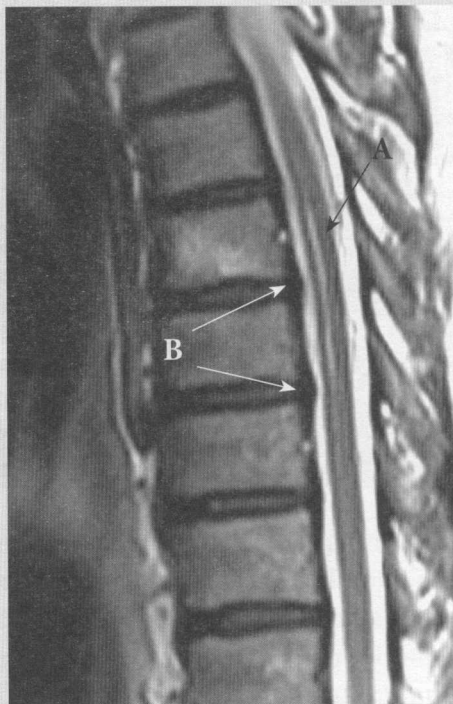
Pacientul J. Examenul IRM al regiunii toracale: A – focarul ischemic la nivelul Th6-Th7; B – prolabarea discului intervertebral Th6, Th7.
